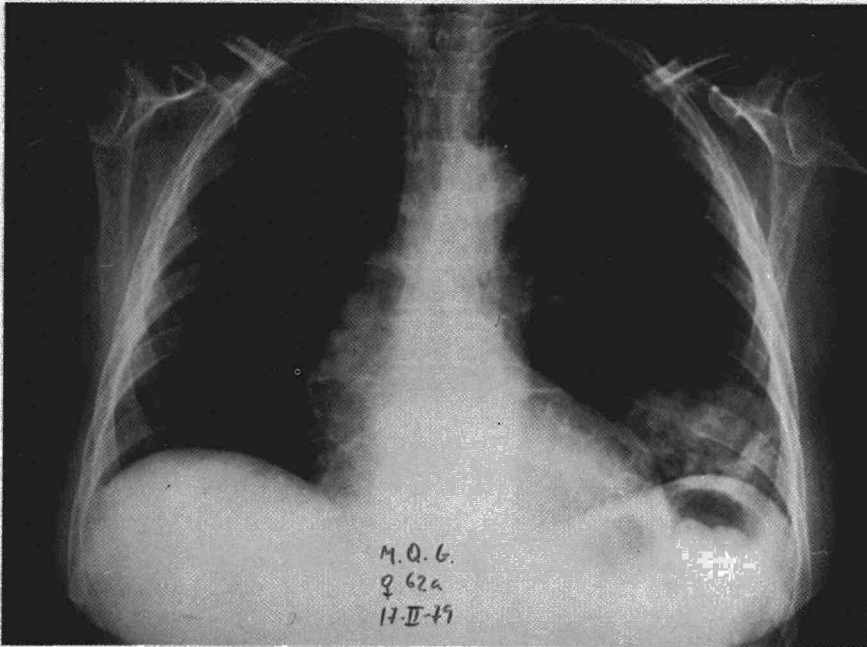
Radiografía de tórax PA que muestra una condensación redondeada, de bordes nítidos pero irregulares, en la que pueden observarse pequeñas cavidades aéreas en su interior.
